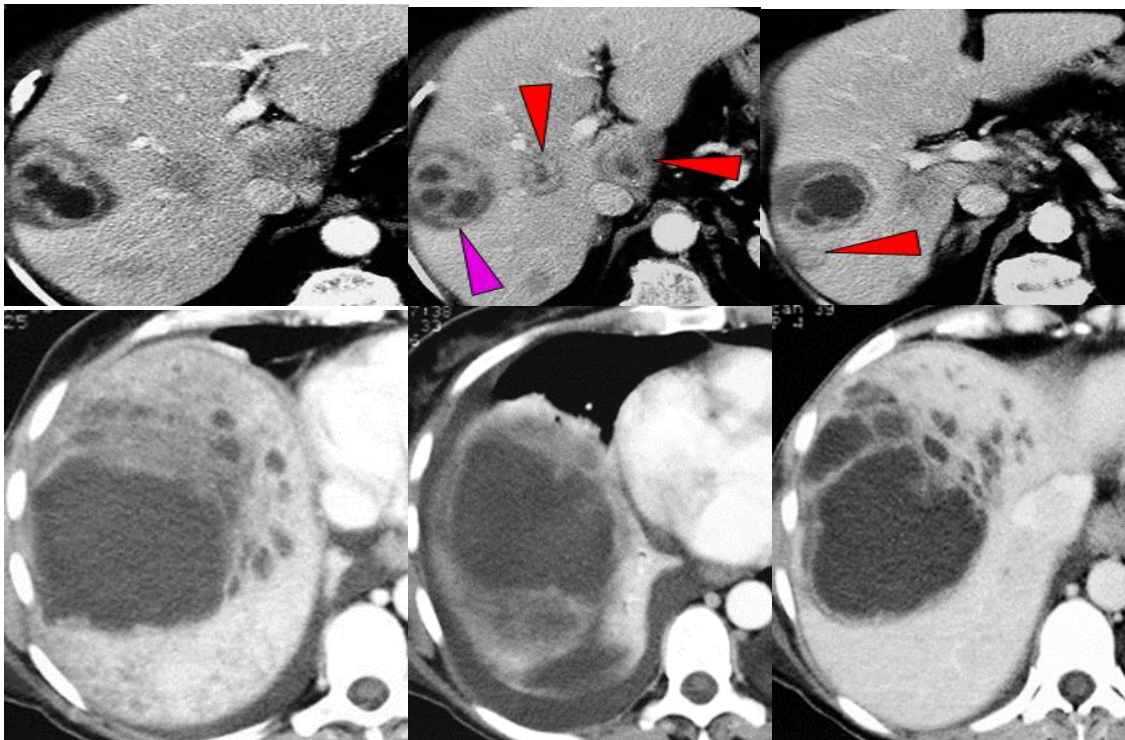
Images de TDM abdominale en coupe axiale sans injection du produit de contraste montrant un abcès hépatique à pyogènes aux différentes phases d'évolution ; avec aspect de lésions filles et œdème en regard de l'abcès [23].
